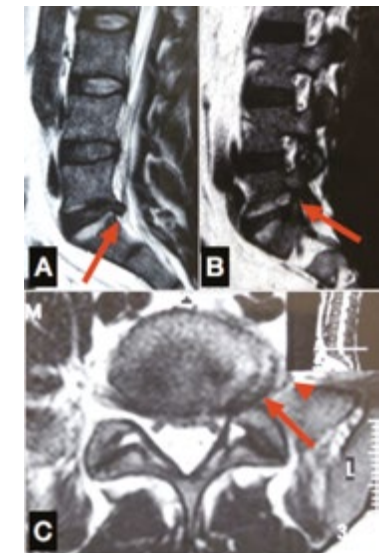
Ressonância magnética da coluna lombar ponderada em T2. A: corte sagital central mostrando pequena protrusão central em L5-S1, sem compressão neural; B: corte sagital lateral revelando compressão foraminal L5-S1 esquerdo; C: corte axial evidenciando volumosa hérnia foraminal L5-S1 esquerda (seta), comprimindo e deslocando a raiz nervosa de L5 (cabeça da seta).
